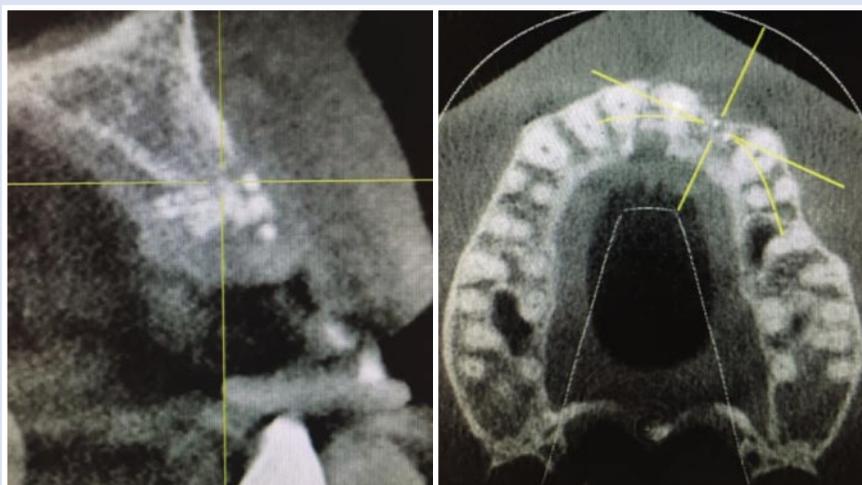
Вид дефекта в области отсутствующего 2.2 зуба на конусно-лучевой компьютерной томографии (отчетливо определяется граница между костно-пластическим материалом и костью альвеолярного отростка)
